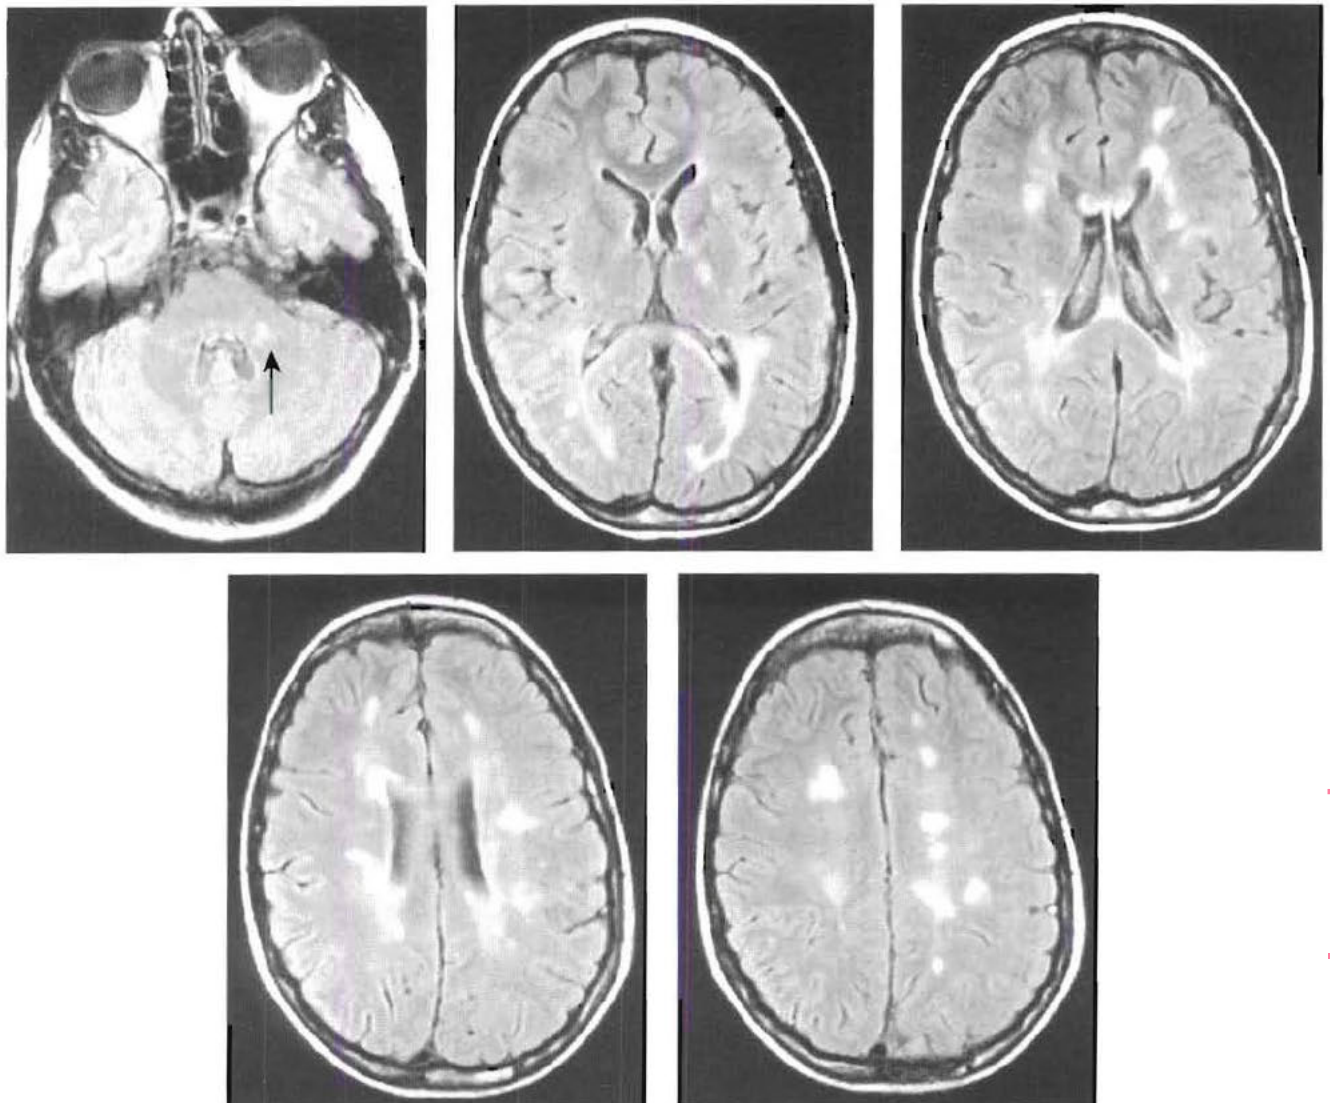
Sclérose en plaques – différentes coupes axiales d'IRM en séquence FLAIR. Multiples lésions ovalaires en hypersignal, situées dans la substance blanche, prédominant en périventriculaire. Une lésion est vue dans le pédoncule cérébelleux moyen (flèche).
